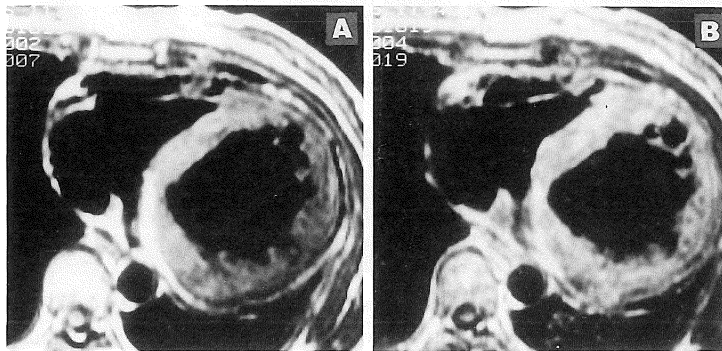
Pre- and post-contrast MR images with Gd-DTPA in a patient with HCM (case 2). On pre-contrast image (A), high signal intensity can be identified at septum. Post-contrast image, demonstrated irregular enhancement limited to septum (B).
